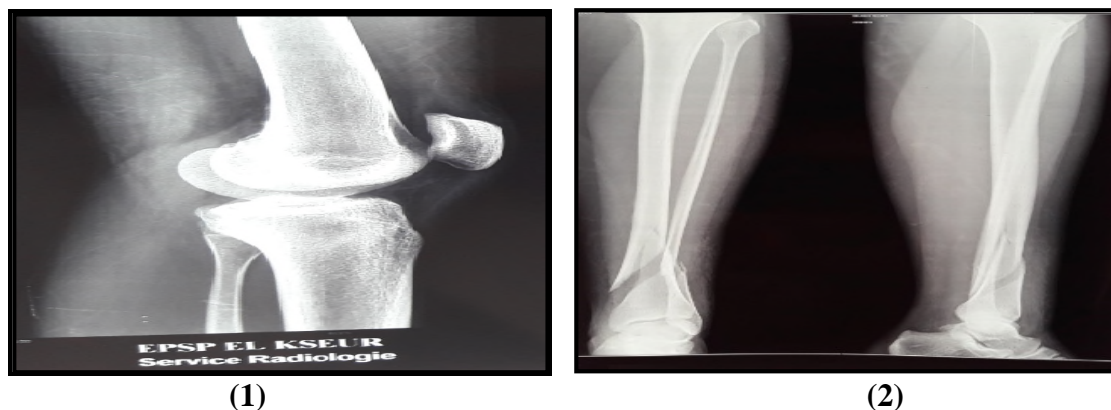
(1) Radiographie du genou droit de profil ; (2) radiographie de la jambe droite de face et de profil : Fractures spiroides du quart inférieur des deux os de la jambe
